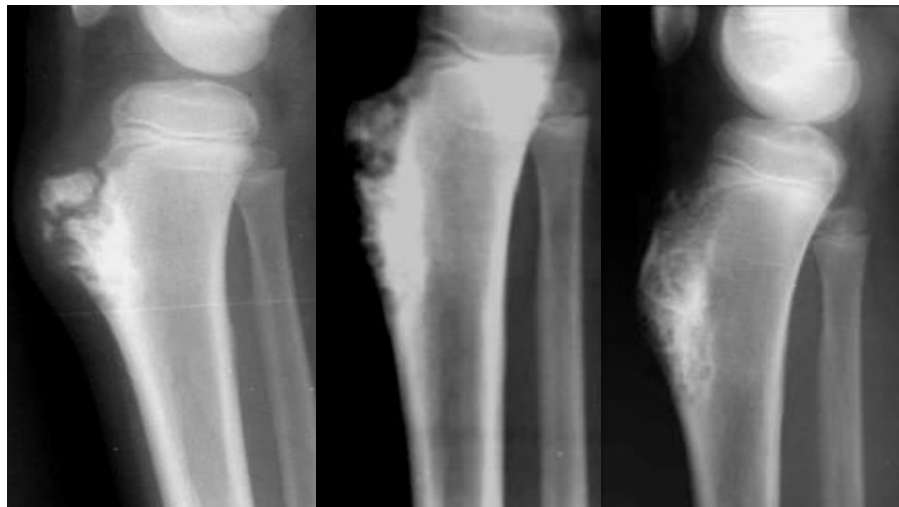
Енхондрома. Рентгенограми кісток гомілки в бічній проекції в динаміці . Енхондрома – в горбистості великогомілкової кістки визначається
